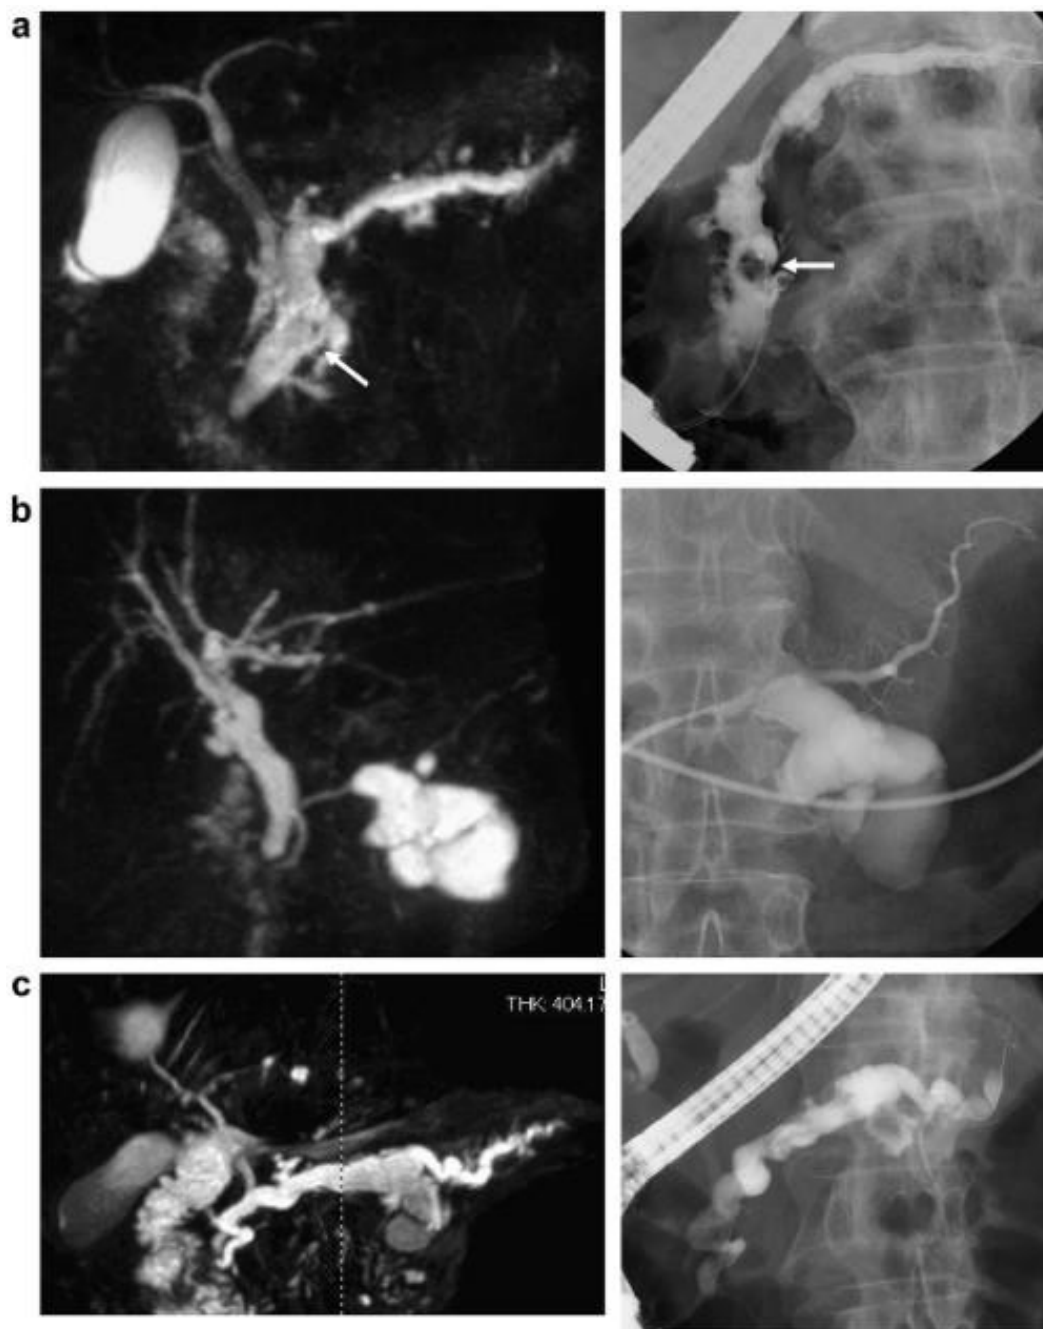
Confronto di immagini tra CW-RM e ERCP. Sono identificabili una IPMN-MD (a) con nodulo murale (freccia), una IPMN-BD (b) e una IPMN Mixed-Type (c)⁸⁴.
